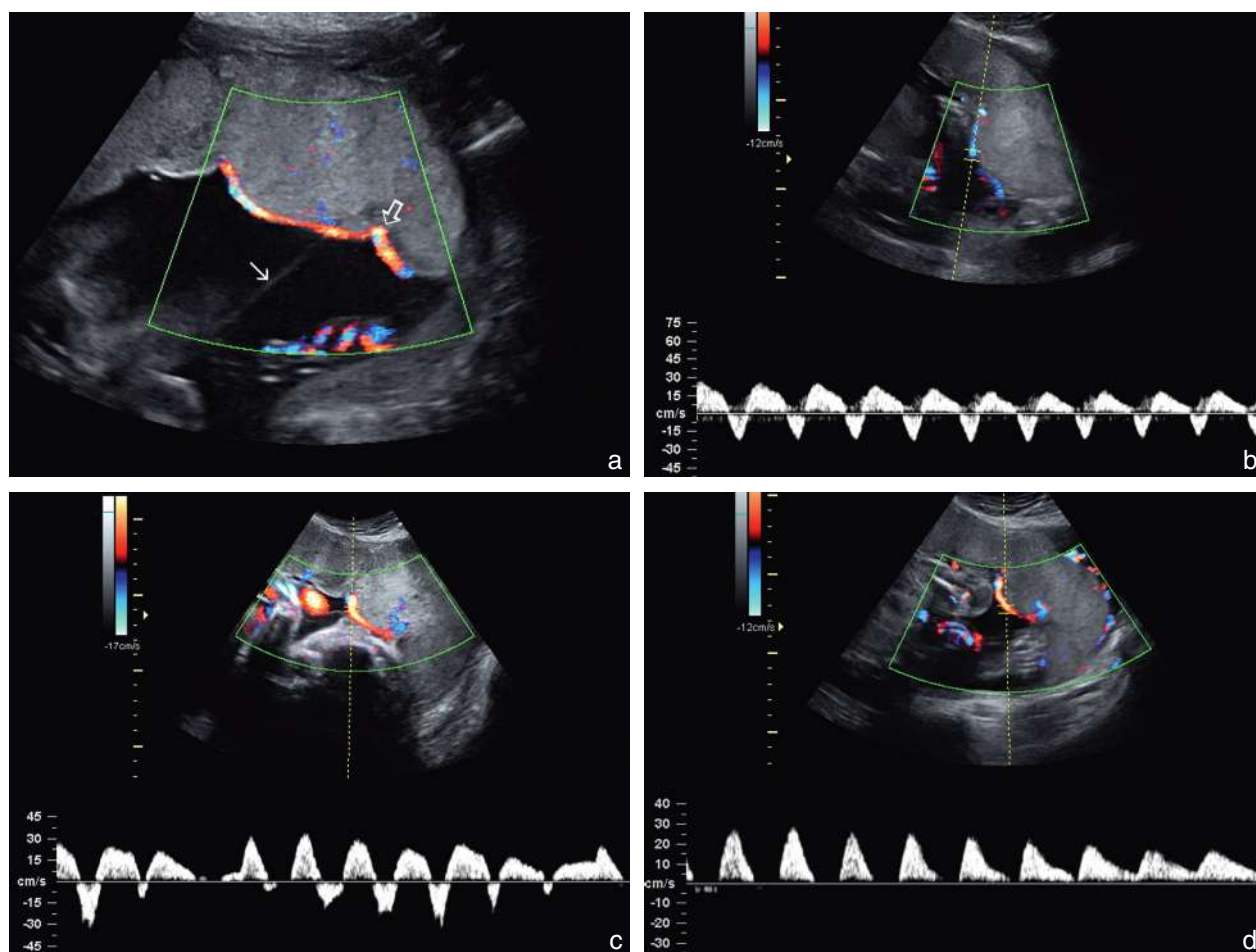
Étude de la plaque chorale en mode Doppler : anastomose artério-artérielle (AA-A) à 25 SA. a. L'anastomose artério-artérielle chemine sur la plaque chorale, en passant sous la fine cloison amniotique (→). Il s'agit d'un flux artériel en raison de sa vitesse (> 10 cm/sec). Les flux opposés engendrent un écoulement alternatif : successivement bicolore (bleu puis orange) ou localement tourbillonnaire (↔), bleu et orange simultanément (voir placenta de la fig. 18.4a). b. Flux alternatif, en va-et-vient régulier, dans l'anastomose de l'image a ce qui donne sur le spectre un aspect de *reverse flow* important. c. Dans la même anastomose, mélange de flux alternatifs, unidirectionnels ou annulés. d. Dans la même anastomose, passage d'une diastole nulle à un profil de résistance moyenne.
